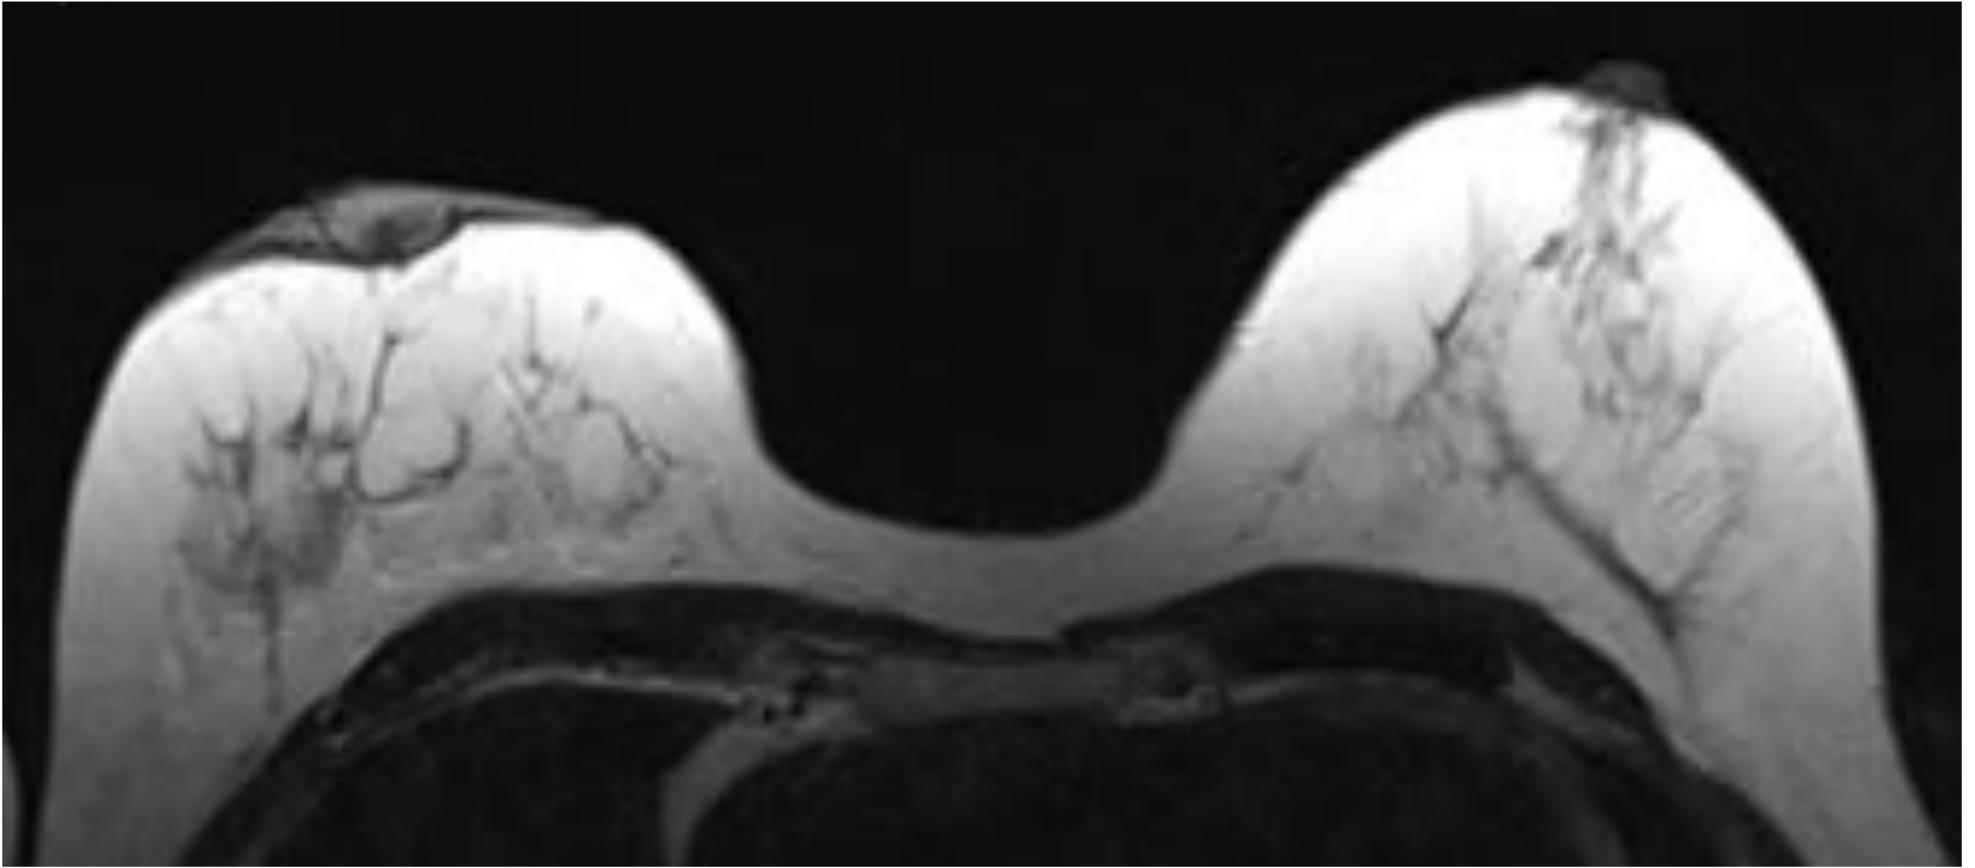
Enfermedad de Paget. RM de mama, imagen axial de secuencia T2 en la que se observa un engrosamiento del complejo areola-pezones derecho. CAP izquierdo de apariencia y grosor normal.
